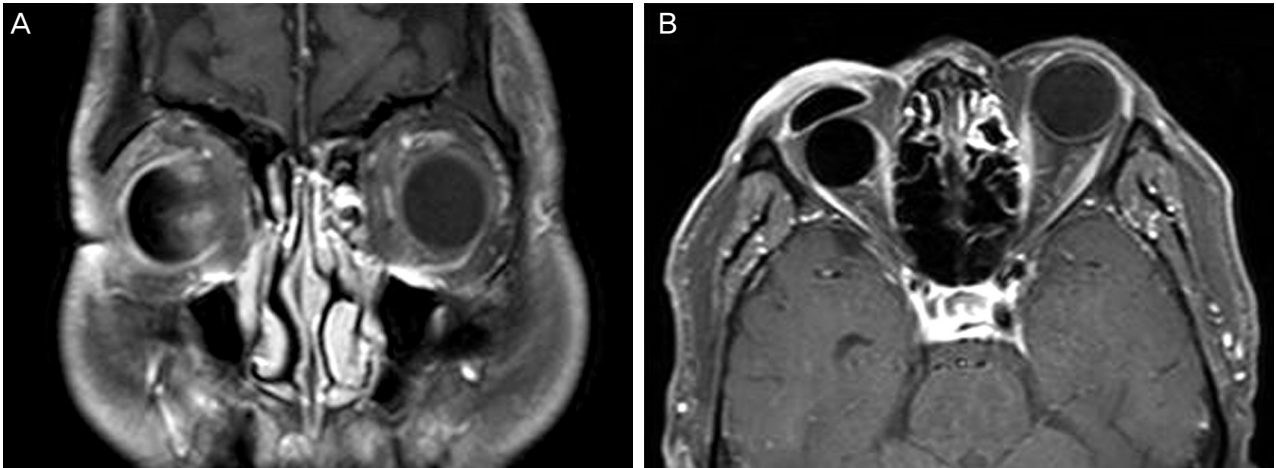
Orbital magnetic resonance imaging (MRI) showing no evidence of recurrence 5 years after radiotherapy. Post contrast T1-weighted axial (A) and coronal (B) views.
